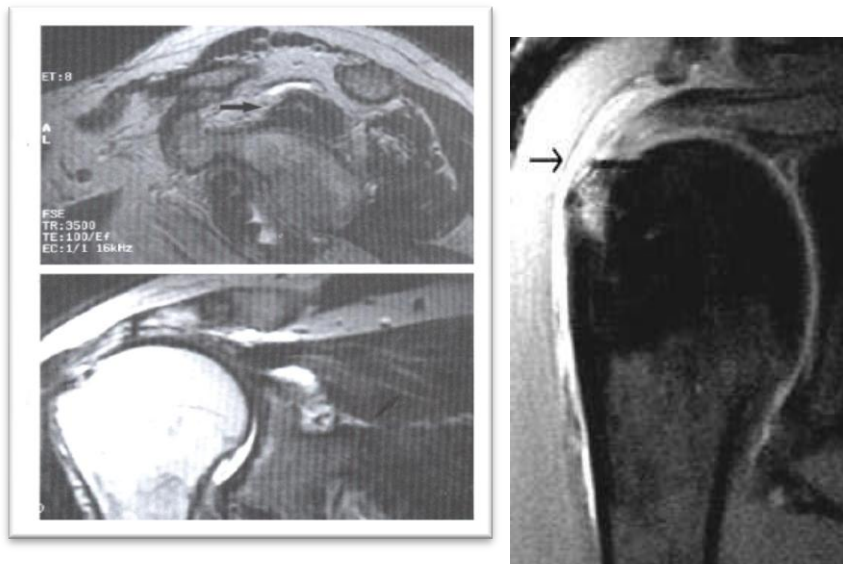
Resonancia magnética sagital que muestra la atrofia del musculo supraespinoso como disminución del área trasversal, en la segunda imagen se muestra la atrofia de musculo supraespinoso mostrada mediante una RM coronal oblicua.
